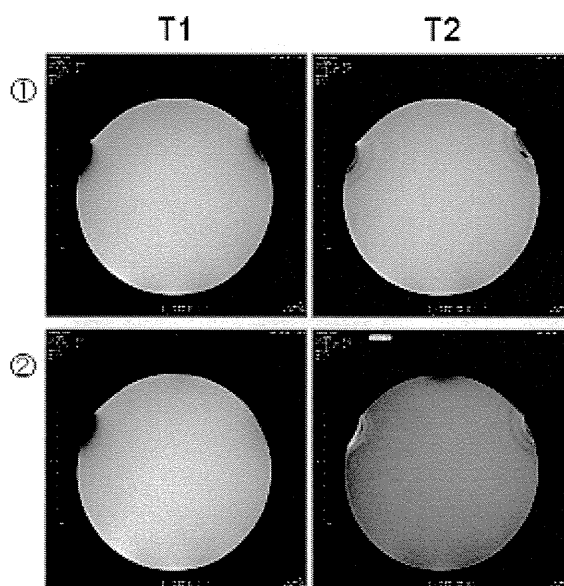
振動子の種類による MRI 画像の見え方の比較
